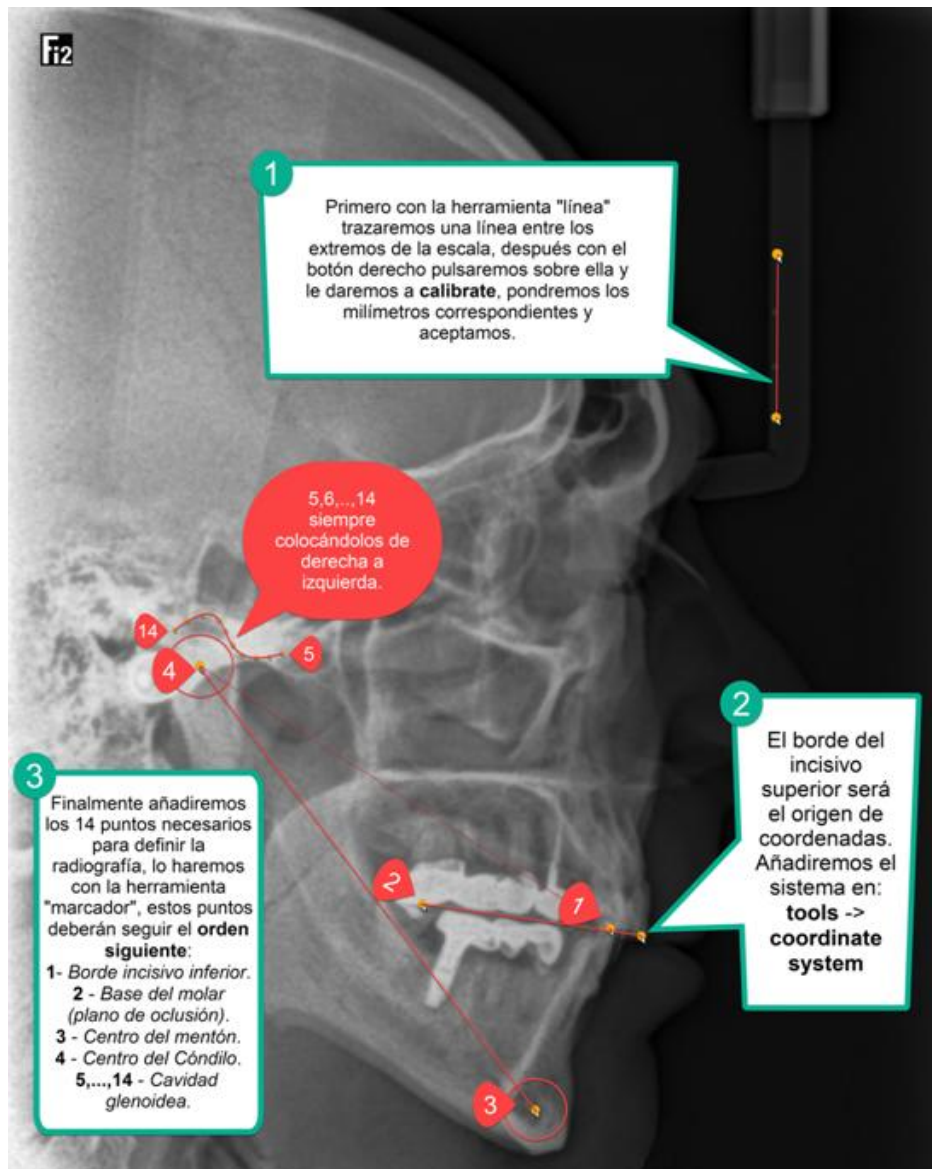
Puntos de referencias en una radiografía lateral y secuencia de pasos en Kinovea.
